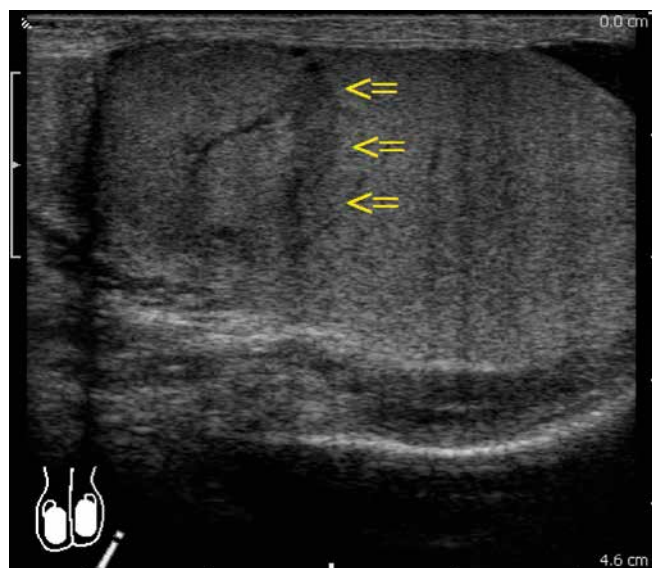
Ultrasound scan. 12 MHz linear probe. Left testis. A lesion with a slightly decreased echogenicity is visible in its upper pole
